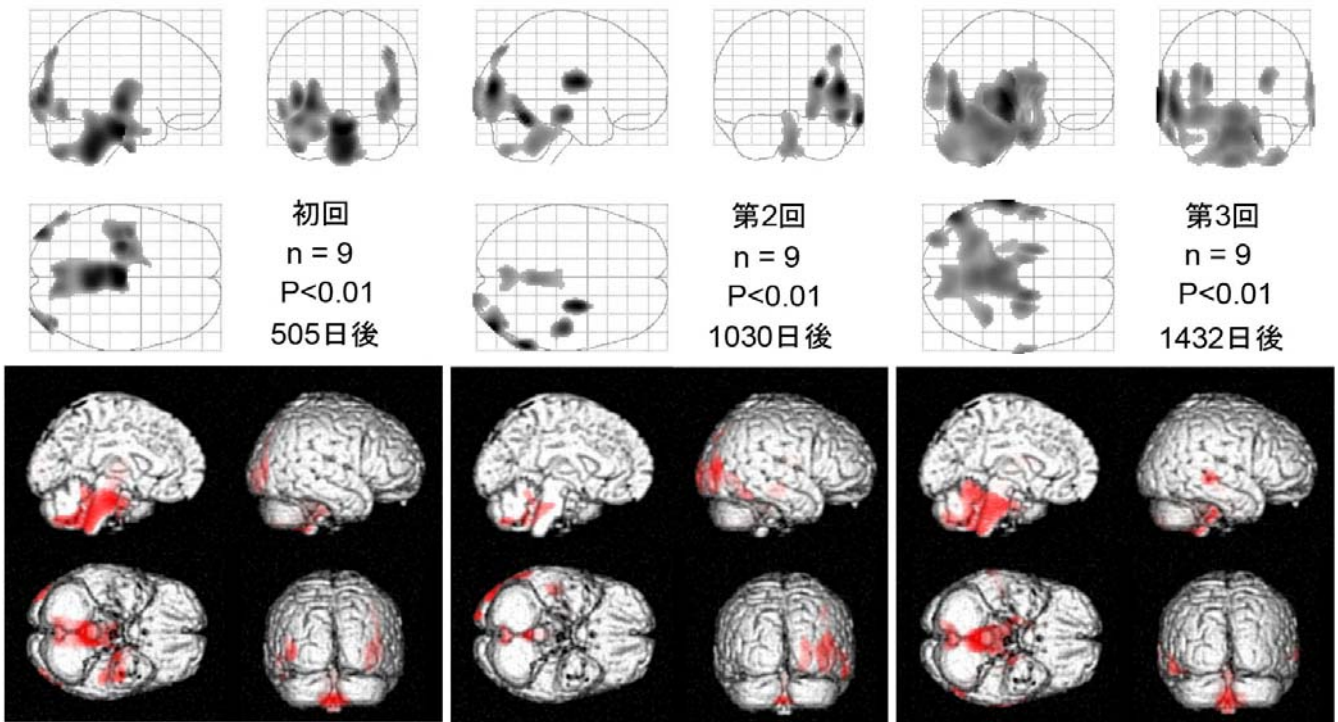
3回にわたってPET検査を施行した成人9名の代謝低下部位の経時的変化。健常成人50名の画像と群間比較し、有意 ( $P<0.01$ ) な代謝低下が検出された部位を示す。小脳脳幹部の代謝低下が変動しながらも遷延している傾向が、全体全体の平均的变化としても見られる。
